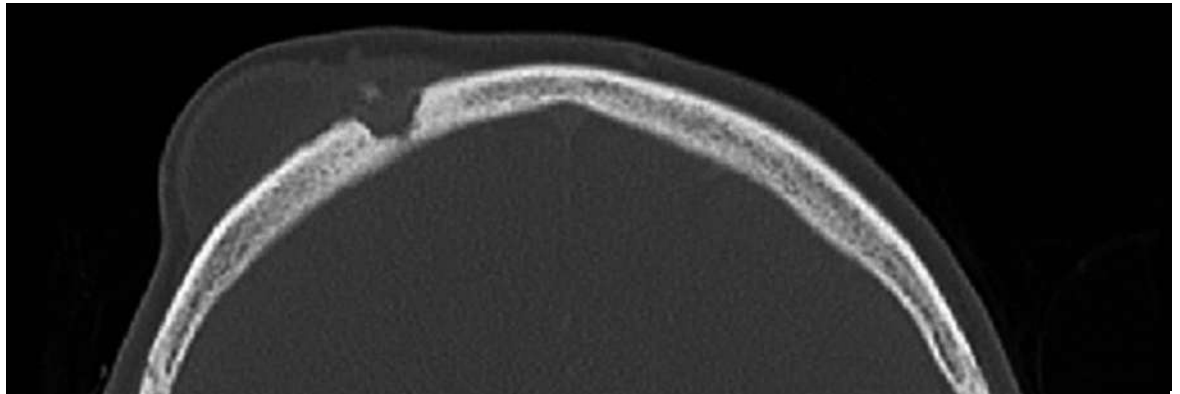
CT-Schädel: Osteomyelitis der Schädelkalotte rechts frontal.
